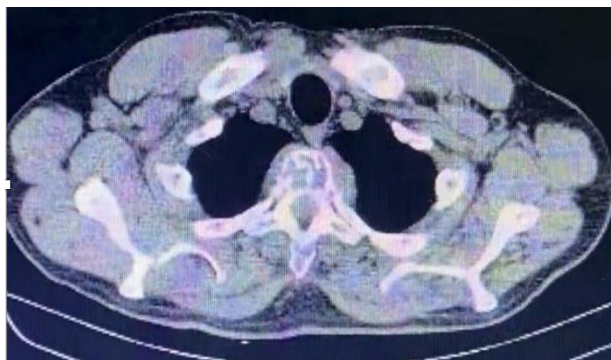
tomografia de tórax
